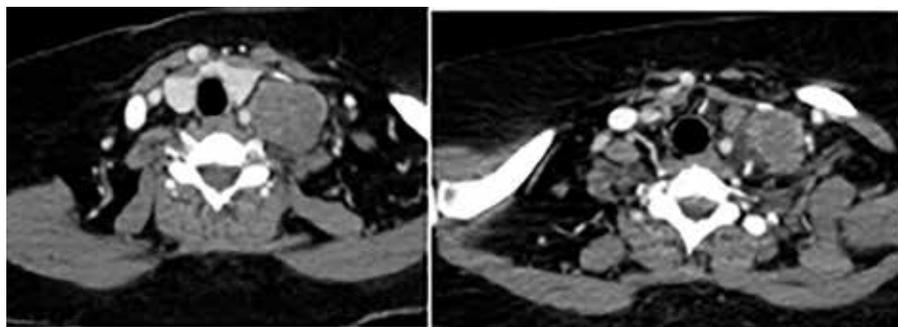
TAC LOE supraclavicular izquierdo
